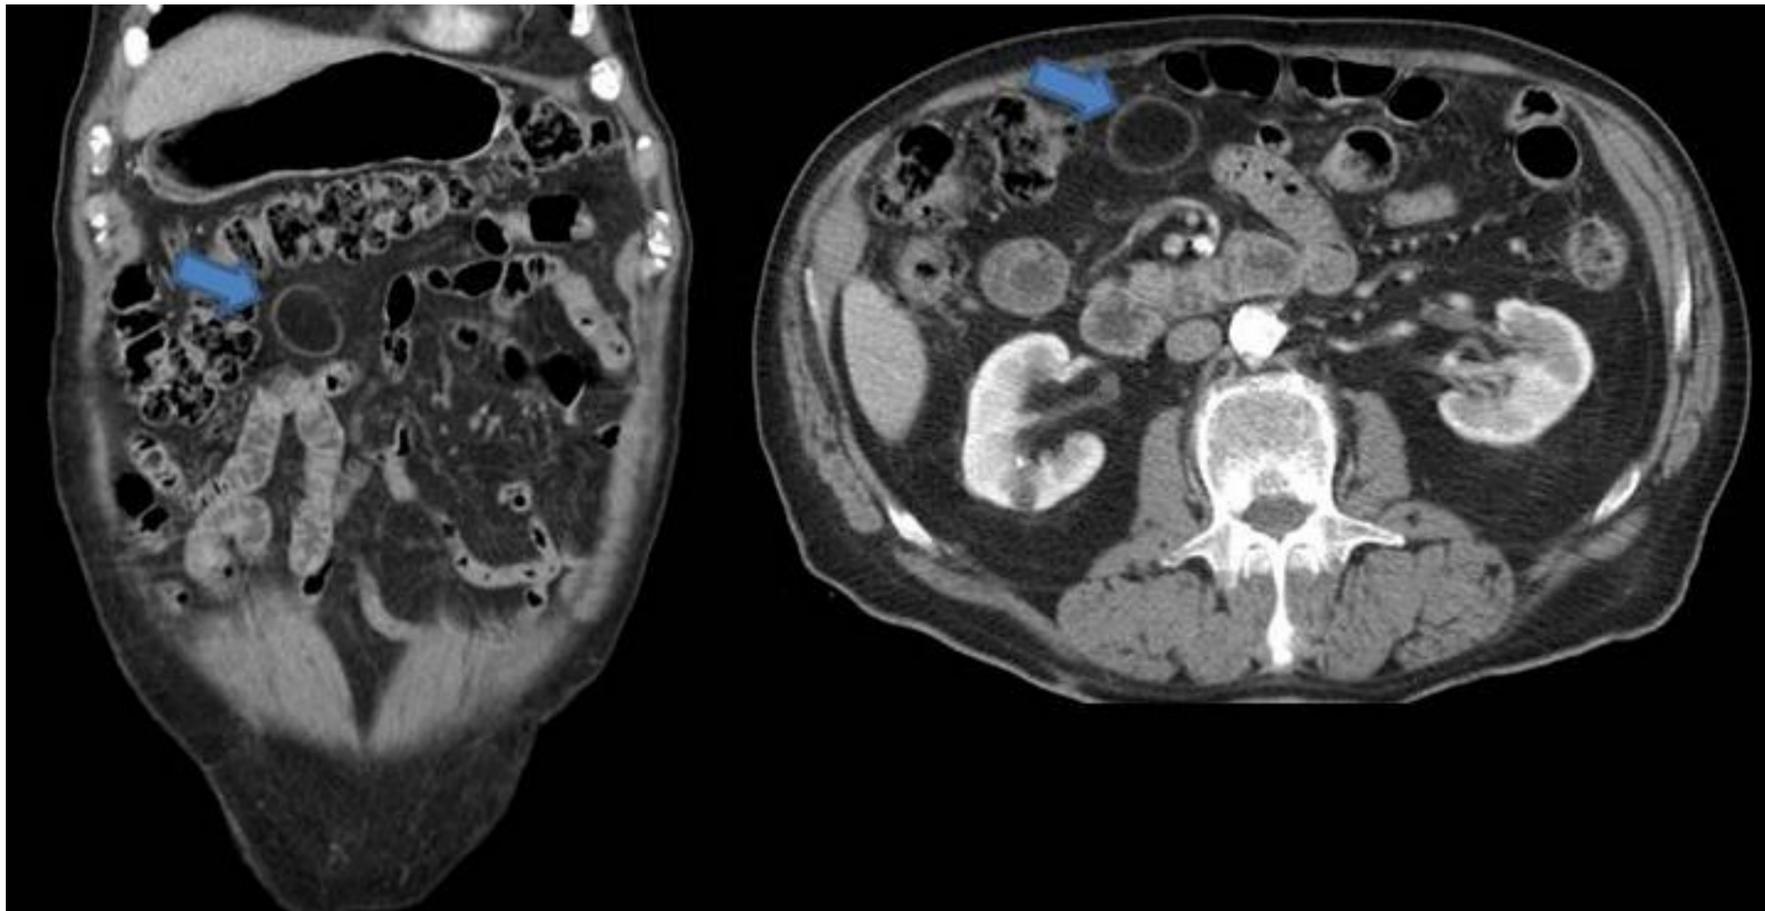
TC con contraste, corte axial (A) y coronal (B), visualizándose a nivel del mesogastrio (en el mesenterio) una masa ovalada focal, de densidad grasa, bien definida con pared fina, homogénea y que realza con el contraste, en probable relación con necrosis grasa encapsulada (flecha azul).
